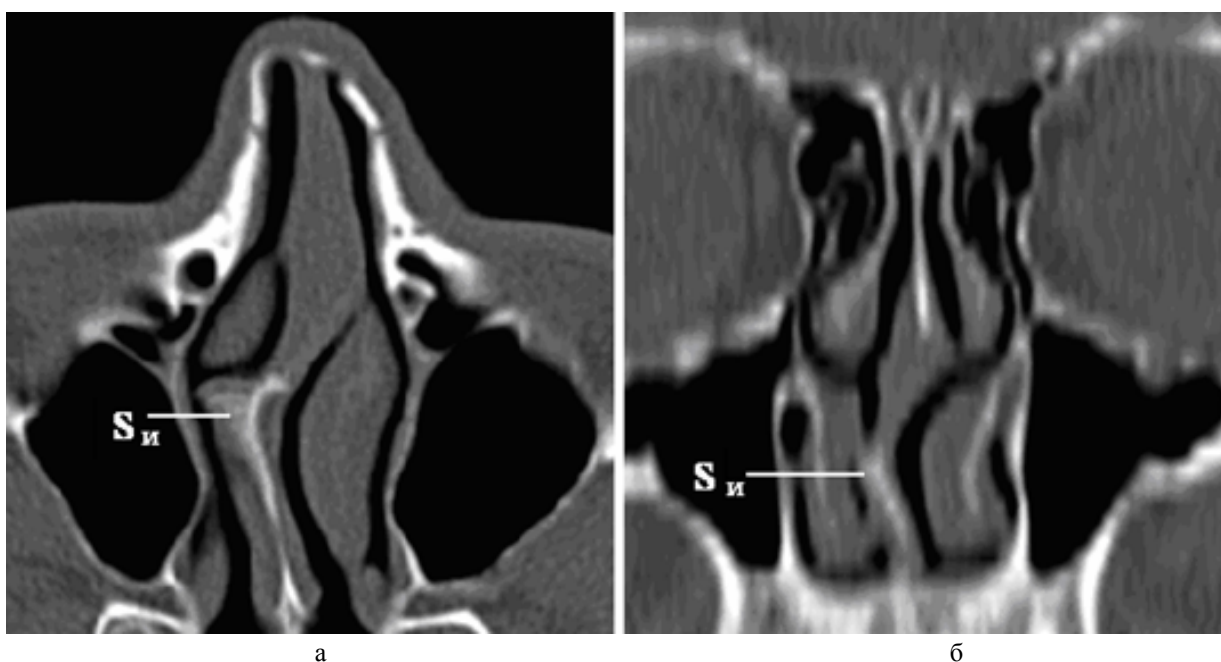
Пример СКТ-картирования участка носовой полости при одностороннем искривлении носовой перегородки СИ вправо: а – исходный аксиальный СКТ-срез на уровне среднего носового хода; б – фронтальная МПР
